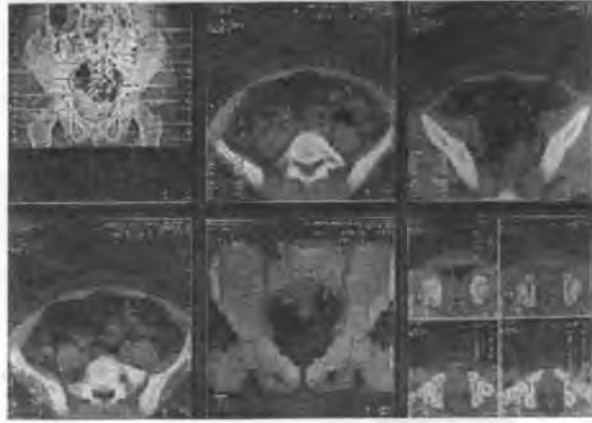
КТ структурная асимметрия таза.
